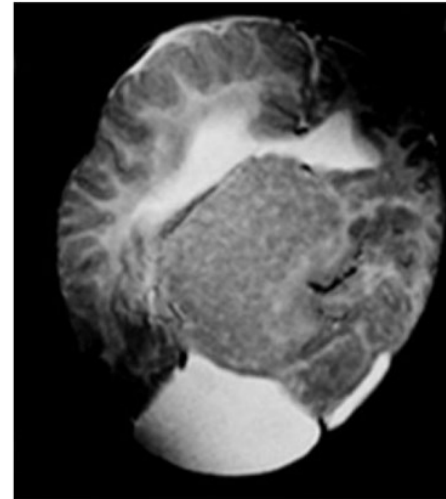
Mixed SCH. Axial T2-weighted MR image shows a large nodule adjacent to the lateral ventricle with a signal intensity similar to that of the gray matter and curvilinear convolutions in the superficial part.
